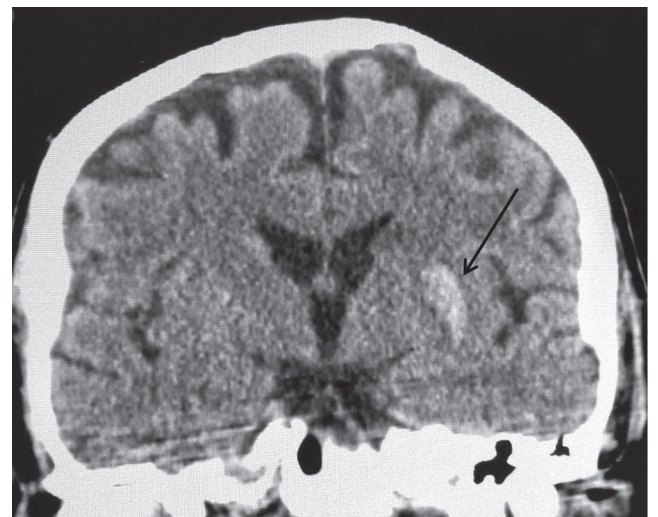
Компьютерная томограмма через 1 сут после эндоваскулярной тромбаспирации. Очаг геморрагической трансформации (стрелка)
